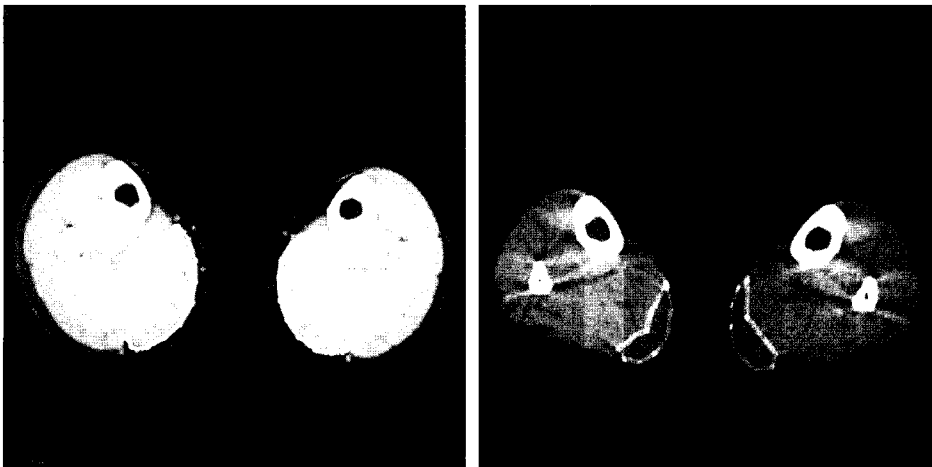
Estimates medial head area of gastrocnemius muscle at the maximal area of both calves in lower extremity CT at preoperatively and postoperatively. (Left) Preoperative lower extremity CT. (Right) Postoperative lower extremity CT after 6 months, we could be known decreased maximal area of both calves before preoperative CT.
